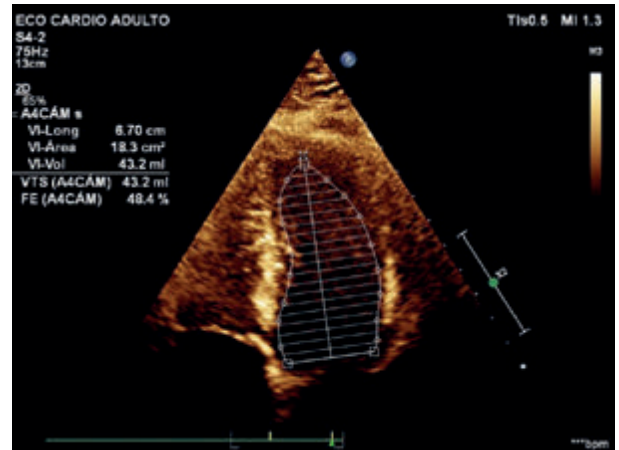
Ecocardiograma de ingreso con ecocardiograma control a los 2 meses con deterioro leve de fracción de eyección.
